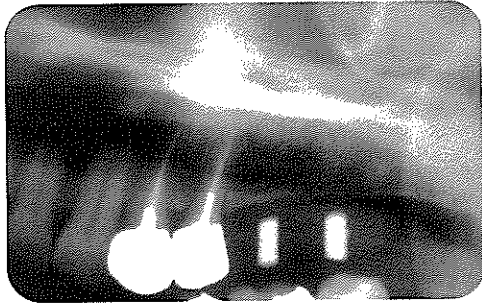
파노라마 방사선사진과 동일 부위의 CT 영상재구성 절단면 영상. 파노라마 방사선사진에서 보여지는 골소주 양상과 CT 영상재구성 절단면 영상에서 보이는 내부 골소주 양상이 유사하다.
